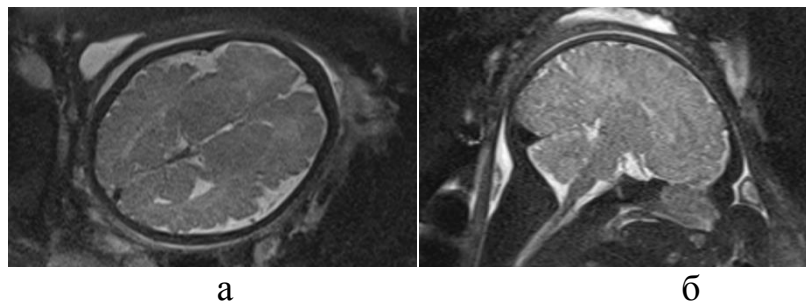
МР-томограммы головки плода в аксиальной (а) и сагиттальной плоскостях (б)
